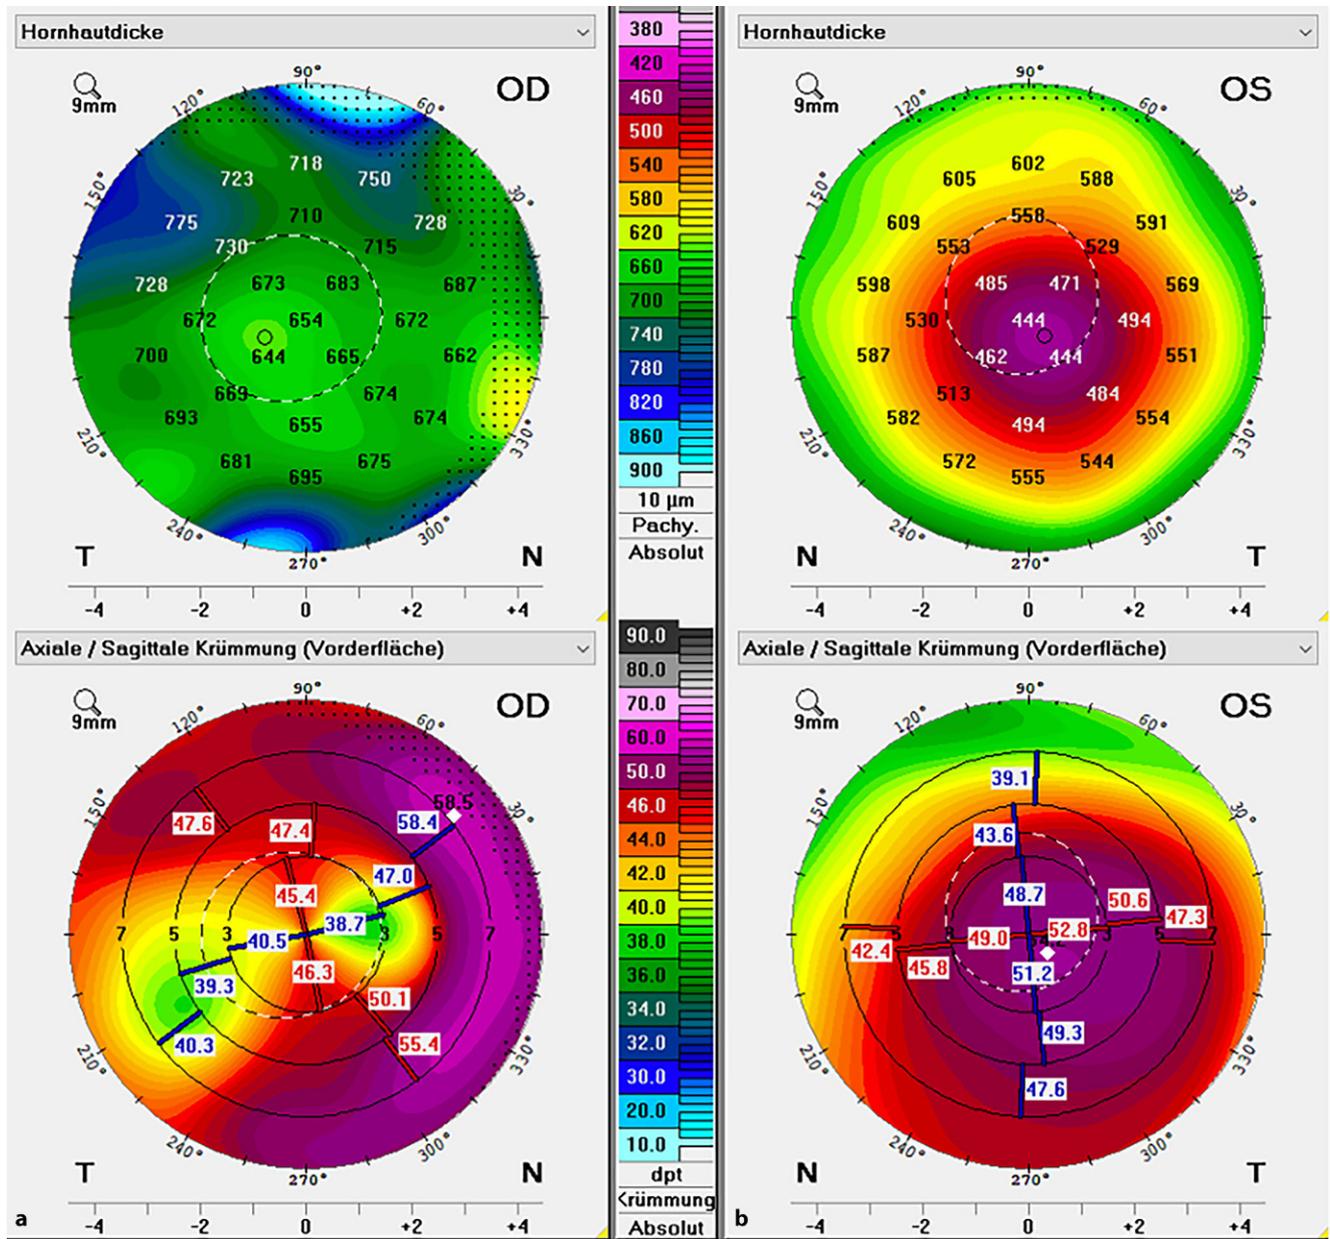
Tomographie der Hornhaut – Vorderfläche und Pachymetrie präoperativ. a Rechtes Auge: Hornhaut-Endothel-Epithel-Dekompensation mit mäßiggradiger Verdickung auf 654 µm zentral und hohem regulärem Astigmatismus des Transplantats. b Linkes Auge: zentrale Verdünnung auf 444 µm und geringgradig irregulärer Astigmatismus
